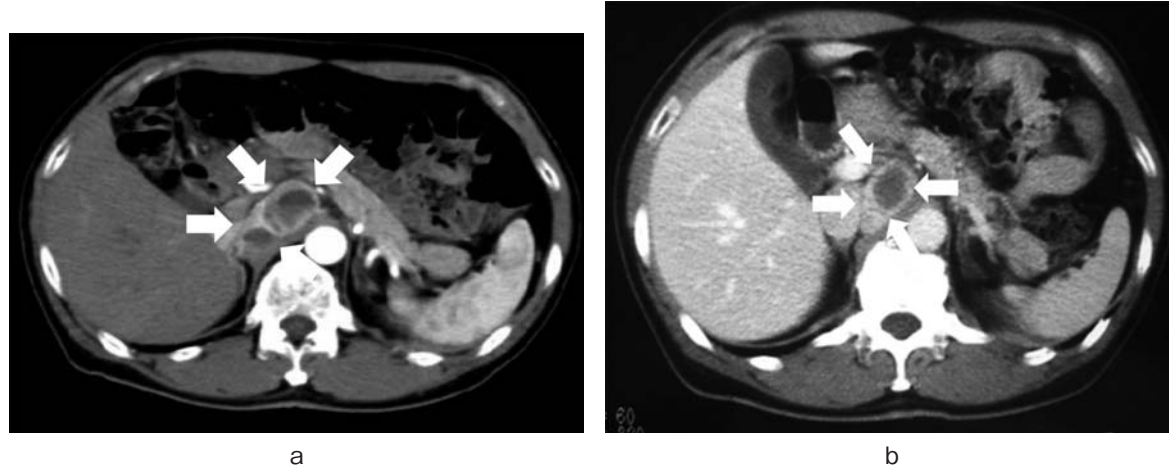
Enhanced abdominal CT showed the tumor located on back of inferior vena cava, 5.5 cm in diameter (arrows), (a) This time, (b) 2 years ago.
